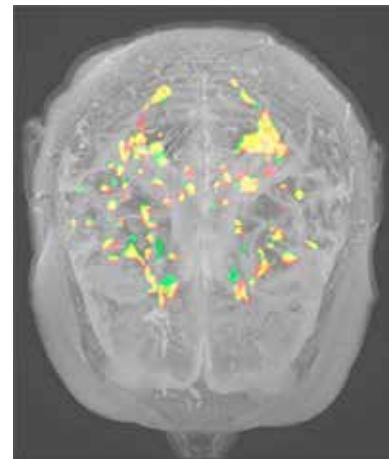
Наложение патологических паттернов, полученных в ходе МРТ-исследований пациента А. в 2018 и 2019 гг. 3D-реконструкция, вид сверху. Желтый цвет – области совпадения (участки, где поражение сохранилось). Красный цвет – зона восстановления референтных характеристик МР-сигнала, характерных для вещества головного мозга в норме (участки 2018 г., не обнаруженные в исследовании 2019 г.). Зеленый цвет – новые участки демиелинизации (отсутствовавшие на результате исследования 2018 г.)
